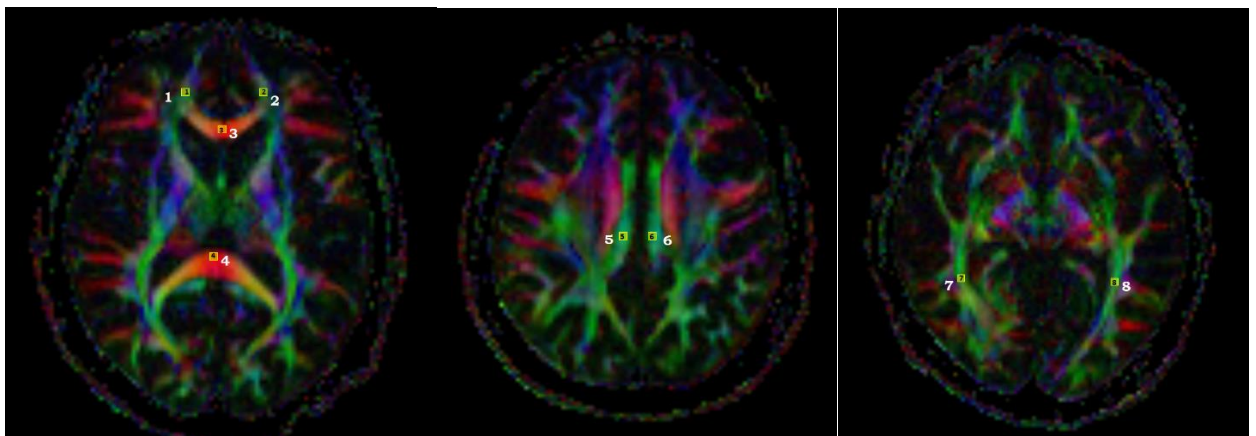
Области інтересу на DTI МРТ зображеннях, де визначалися значення FA.
